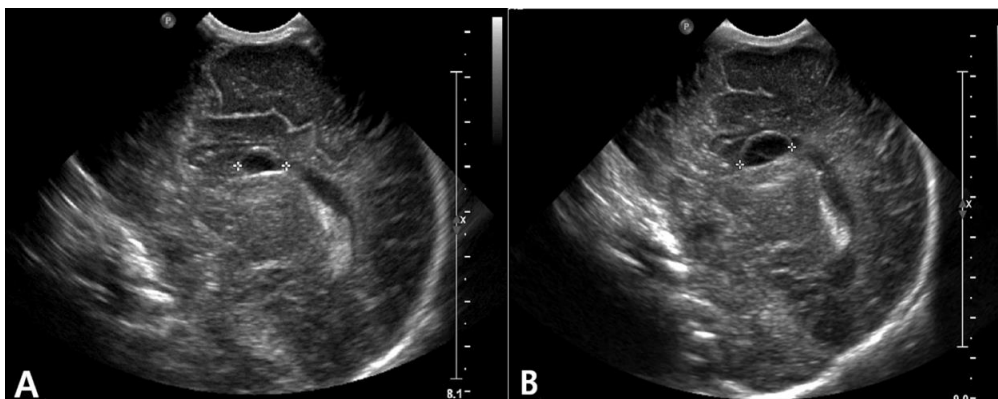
Coronal view of head ultrasonography shows 1.2 cm sized Lt. subependymal cyst (A) and 1.5 cm sized Rt. subependymal cyst (B) in the region of the caudothalamic groove.
